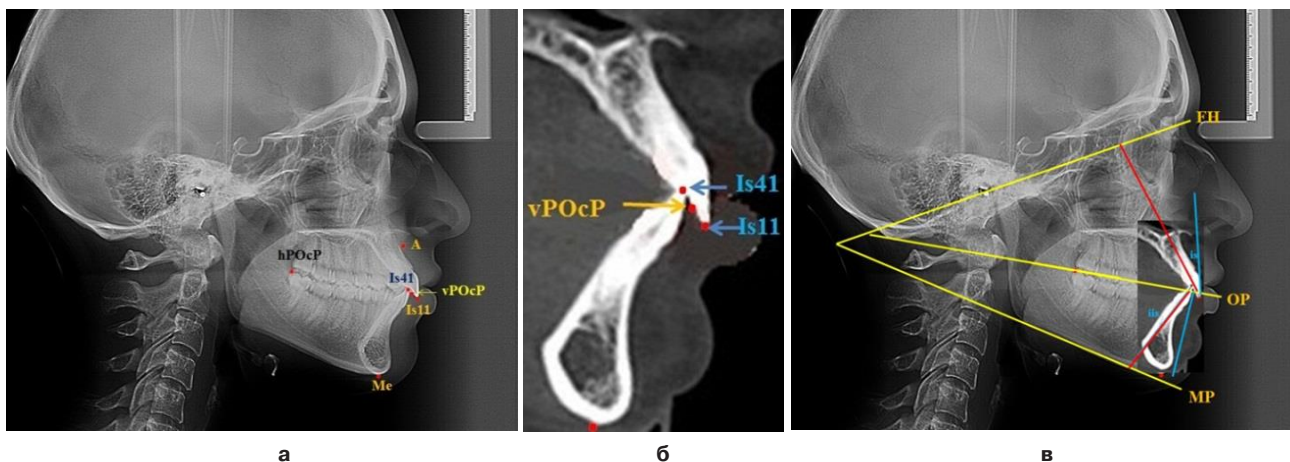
Анатомические ориентиры на телерентгенограмме (а), на конусно-лучевой томограмме (б) для построения окклюзионной плоскости. Совмещение телерентгенограммы и конусно-лучевой томограммы с нанесёнными реперными линиями (в)
